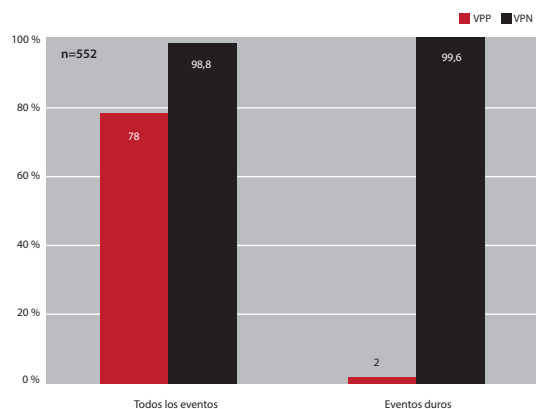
Valor pronóstico del ecocardiograma estrés al año de seguimiento. Las diferencias observadas entre las columnas son a expensas de anginas inestables y revascularizaciones. VPP: valor predictivo positivo. VPN: valor predictivo negativo. Figura adaptada de: Bedetti, Paganis, Tintori, Fonseca, Tresoldi, Minnecci et al. Stress echo in chest pain unit: the SPEED trial. *International Journal of Cardiology* - 2005.
